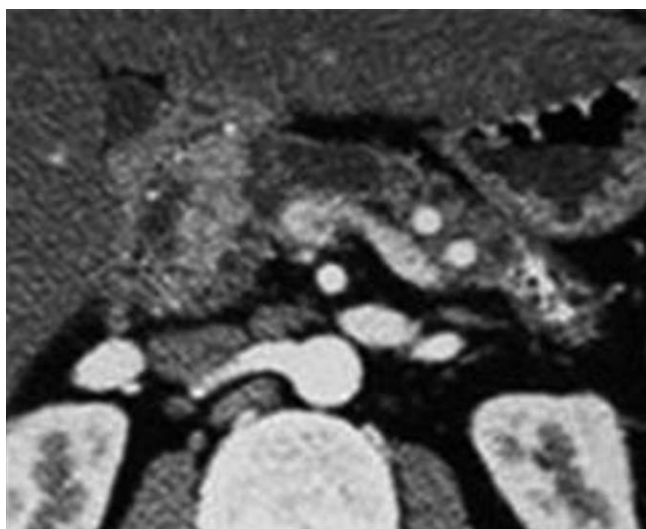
TIPMP dégénérée sous forme de bourgeon du canal principal. TDM. Le canal principal est dilaté avec un nodule tissulaire de 15 mm de diamètre au milieu de la lumière céphalique.
